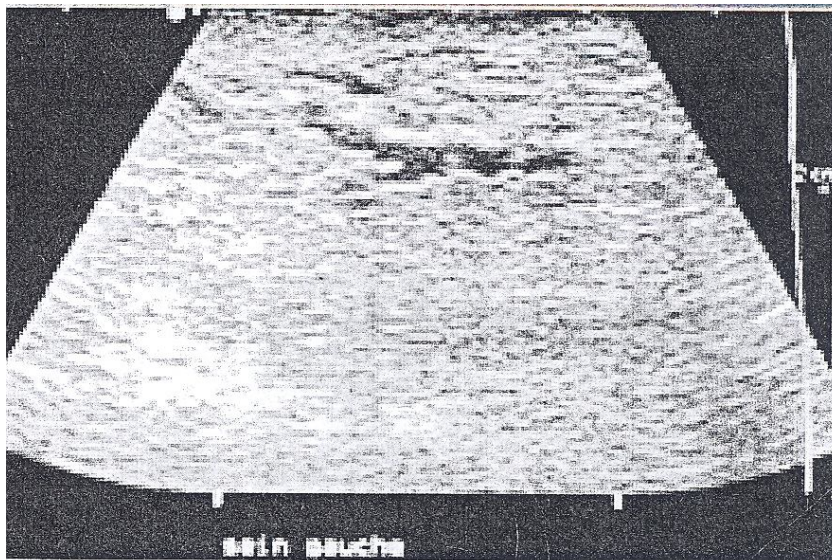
Aspect échographique normal : cône conjonctif occupant l'espace entre la peau et le pectoral. Canal dilaté [54].
